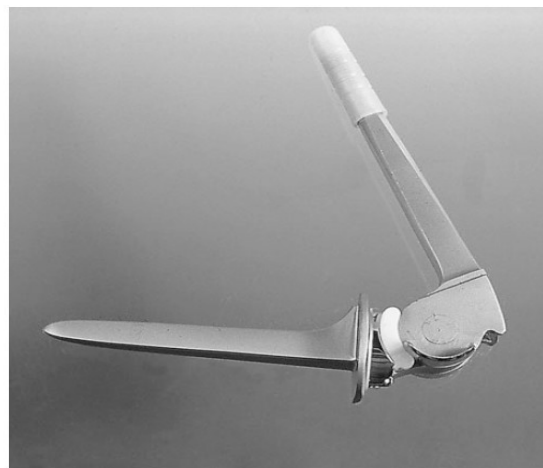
links Röntgen einer gekoppelten Knieendoprothese; rechts Bild einer gekoppelten Rotationsknieendoprothese (4)
